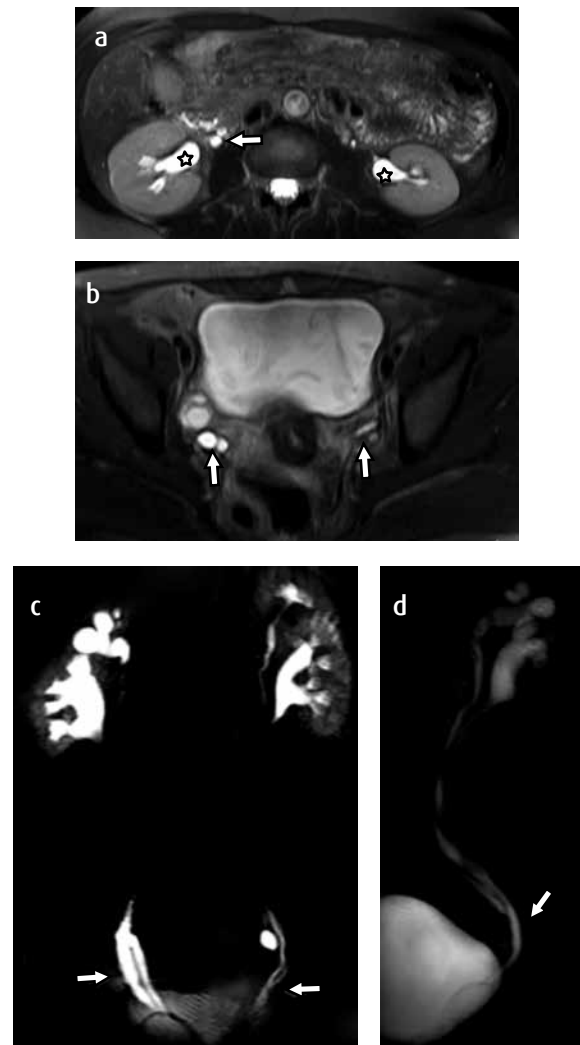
Paciente con doble sistema colector bilateral, en quien se cumple la ley de Weidert-Myer, (el uréter del sistema colector superior drena en una posición más caudal y medial, mientras que el inferior drena en una porción más craneal y lateral). Urografía por RM 3T. a) Corte axial potenciado en T2 con supresión grasa que demuestra la dilatación de ambos sistemas colectores superiores (asteriscos) y los dos uréteres del lado derecho (flecha). b) La misma secuencia, en un corte a través de la vejiga con dos uréteres a cada lado. c) Reconstrucción 3D bilateral y d) del lado derecho, donde se visualizan dilatados los dos sistemas colectores a cada lado (flecha). Existe un divertículo en el tercio inferior de uno de los uréteres izquierdos.
